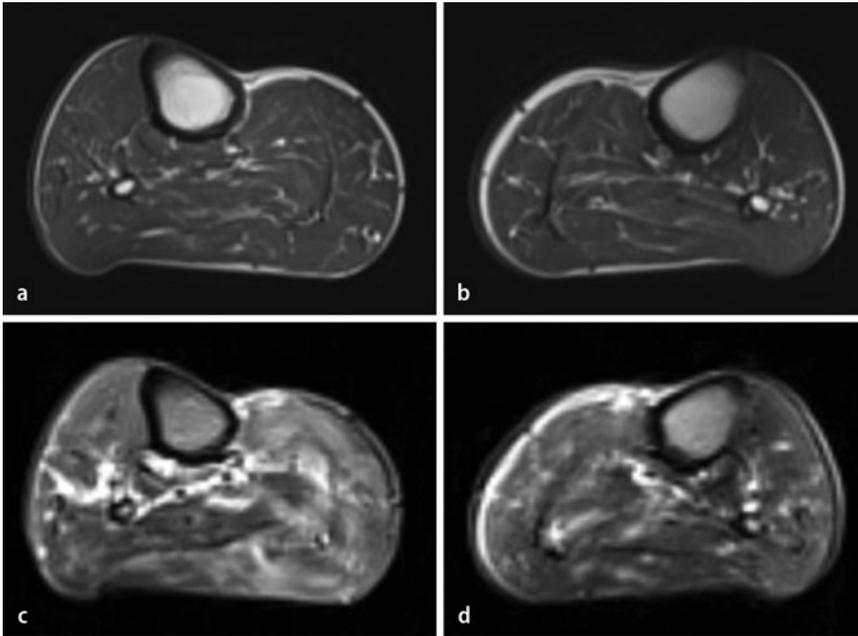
▲ MRT-Untersuchung der Unterschenkel eines Patienten mit nekrotisierender Myopathie. a, b T1-gewichtete Sequenz mit leichten streifigen hyperintensiven Signalveränderungen der Muskulatur, einer beginnenden fettigen Degeneration entsprechend. c, d TIRM-Sequenz mit ausgeprägten hyperintensiven Signalveränderungen im Rahmen des „aktiven“ Muskelfaserunterganges
